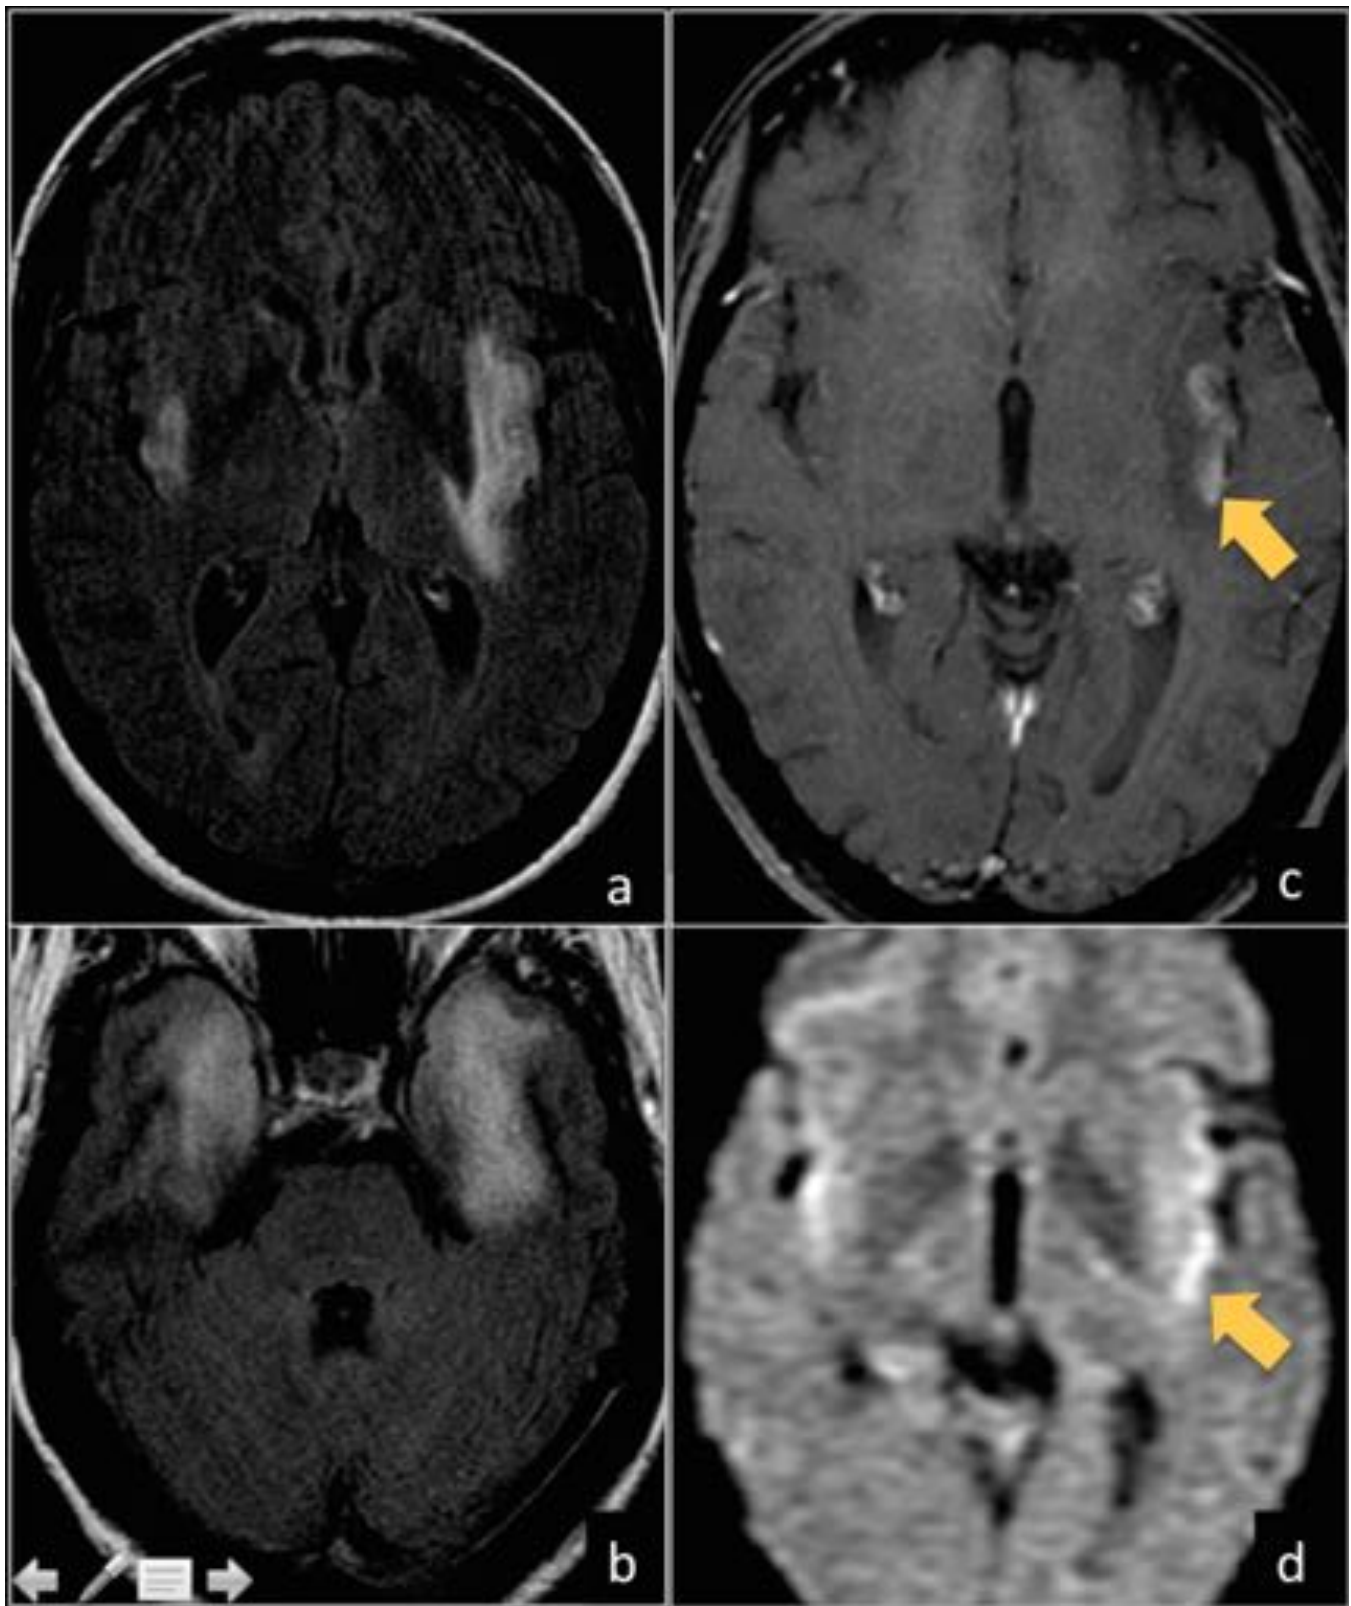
Paciente con cefalea, alteración del lenguaje y desorientación. PCR del LCR positiva para VHS-1. Se observan áreas bilaterales y asimétricas hiperintensas en FLAIR (a y b), de localización córtico-subcortical temporal con extensión a ínsula, amígdalas, hipocampo derecho y región cápsulo-lenticular izquierda, sugestivas de encefalitis. Las secuencias T1-supresión grasa con CIV (c) muestran áreas parchadas de realce giriforme (flecha), con disminución de la difusión (d).
